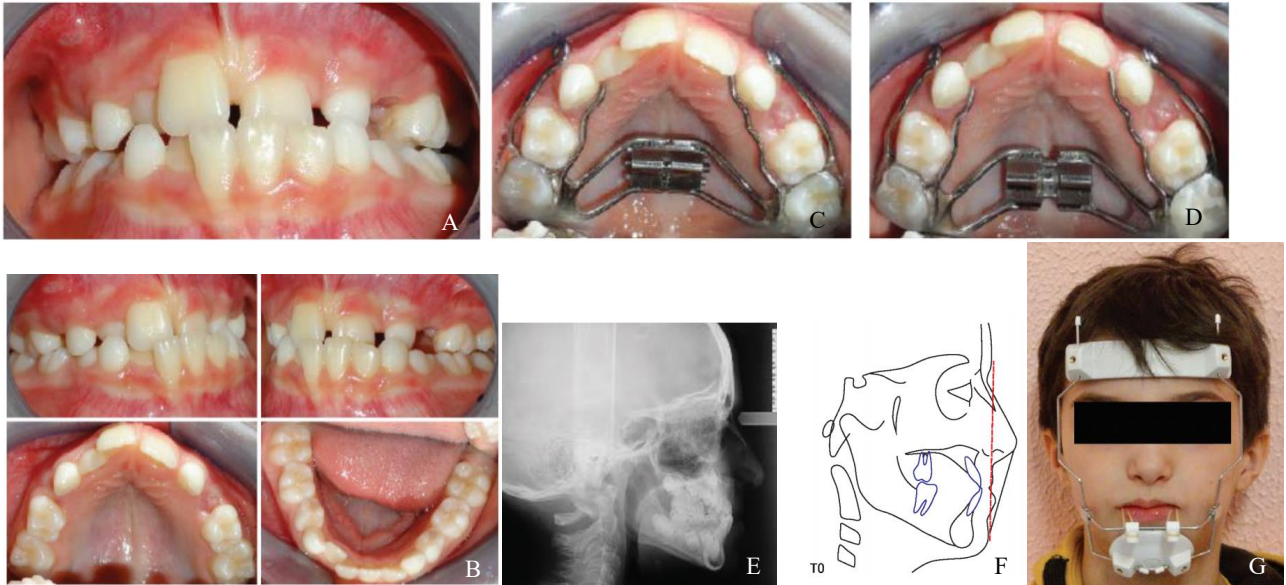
Fotografias intraorais iniciais (A e B). Arcada superior antes do protocolo de EMRCM (C) e arcada superior após protocolo de EMRCM (D). Paciente do sexo masculino, 11 anos, apresenta classe III esquelética e molar, com overjet negativo (-1mm). Protocolo EMRCM por 6 semanas, e seguido de mais 10 dias de expansão (10 mm) Telerradiografia de perfil do paciente inicial (E). Traçado cefalométrico antes da realização de protração maxilar (F). Fotografia extraoral frontal com máscara facial (G). Após o protocolo EMRCM, o paciente utilizou máscara facial, de noite e quando possível de dia, durante 11 meses até à obtenção de uma Classe II molar e um overjet positivo. Adaptada de Rota et al.⁽¹²⁴⁾
